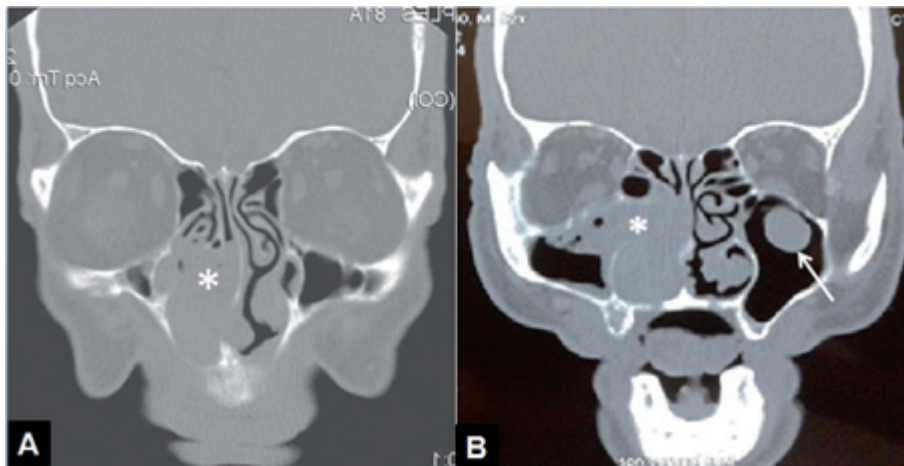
TAC simple (A) y contrastado (B) de SPN. Masa con densidad de tejidos blandos, que ocupa la fosa nasal derecha y compromete el seno maxilar y el complejo osteomeatal (*), con poca captación de contraste. Quiste de retención del seno maxilar izquierdo (flecha).
